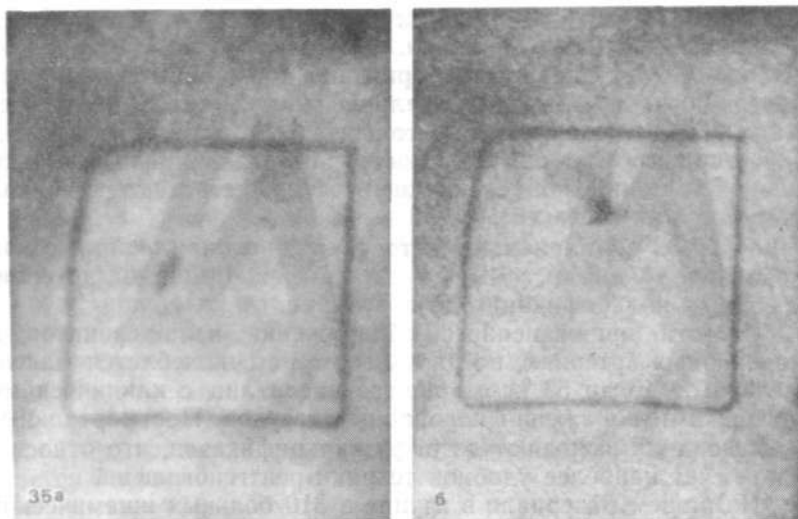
Рентгенограммы больного Б. В.
